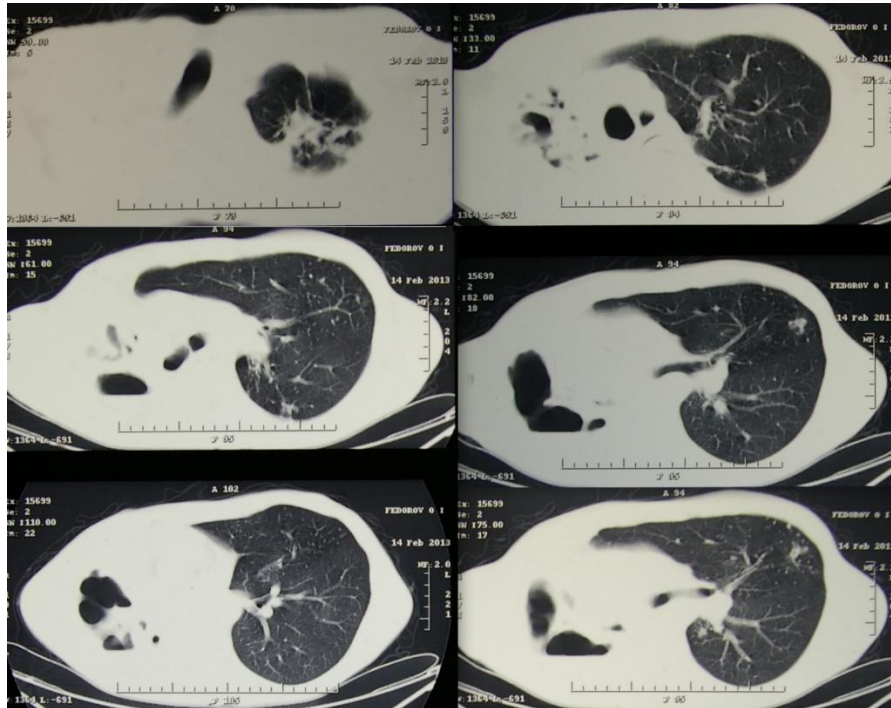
Компьютерная томография пациента Ф. при поступлении. Правое легкое разрушено, в правой плевральной полости эмпиема с уровнем жидкости. В верхней доле левого легкого полость распада с массивным обсеменением нижних отделов легкого
